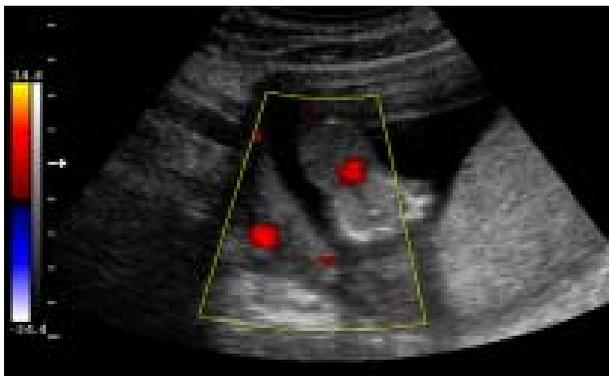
En ultrasonografía transvaginal, 9.3 semanas de amenorrea, se observa con Doppler color, imagen de corazón desplazado fuera de cavidad.
